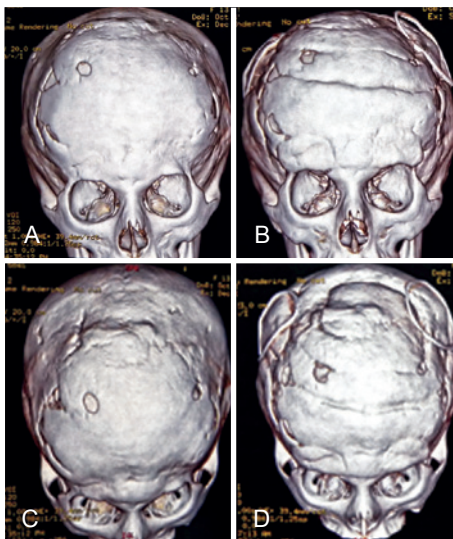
Turricefalia. Em A e C, tomografia computadorizada de crânio pré-operatória. Em B e D, tomografia computadorizada de crânio realizada no 8º mês de pós-operatório, revelando remissão da impressão digitiforme verificada na tomografia computadorizada pré-operatória.
